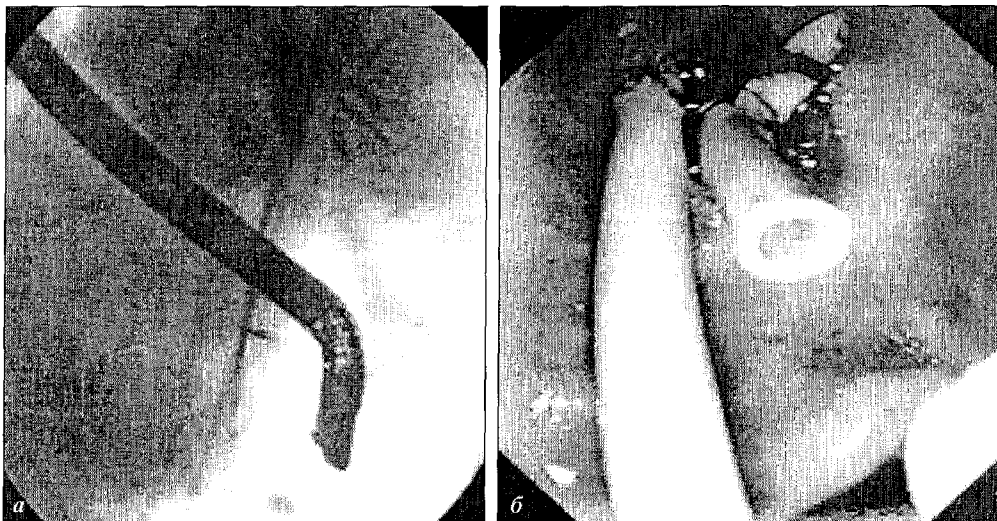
Двойное билиодуodenальное протезирование высокой рубцовой стриктуры общего желчного протока. а – рентгенологическая, б – эндоскопическая картина.
